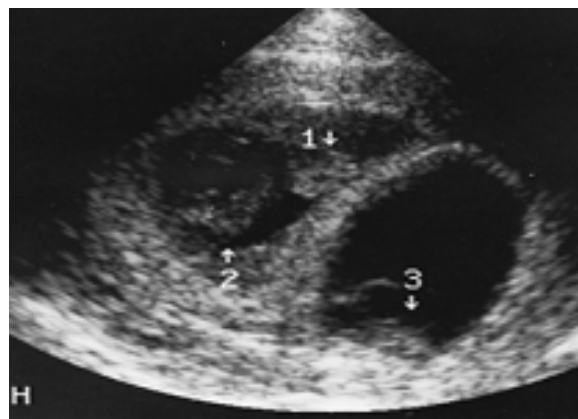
Dichorionic pregnancy (雙絨毛膜懷孕) 在超音波之下可以看到兩個懷孕的囊，其中一個算懷孕囊有兩個心跳是 monochorionic twin 而另外一個心跳位於另外一個懷孕囊，跟另一個雙胞胎是 dichorionic pregnancy。
